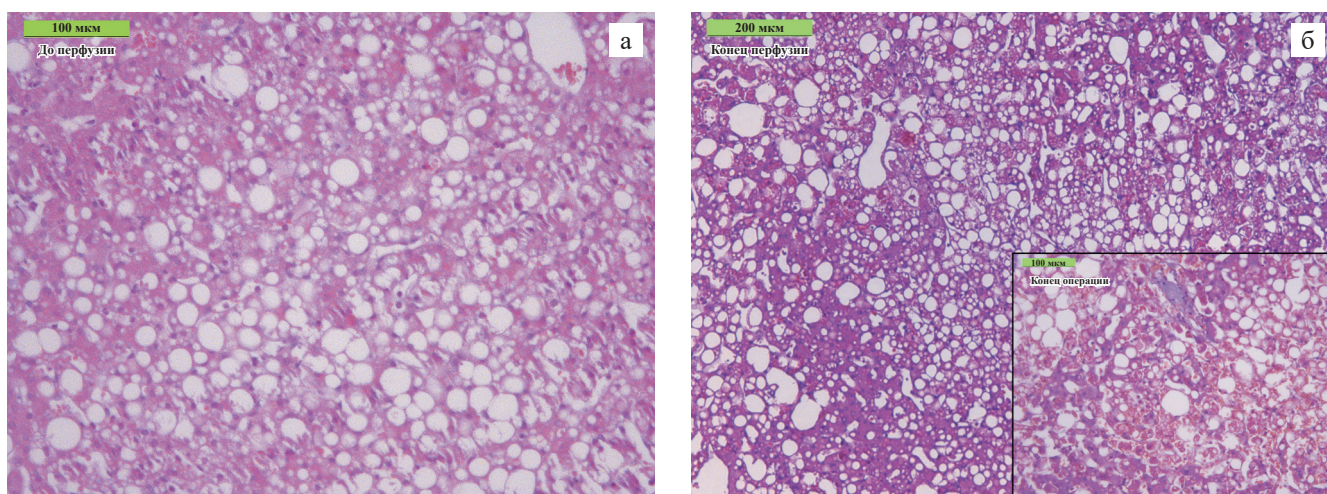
Микрофотография биопсии аллогraftа печени в случае № 1 до проведения машинной перфузии (а, ×20, окраска гематоксилин-эозин) и после нее (б: конец перфузии – ×10, окраска гематоксилин-эозин, конец операции – ×20, окраска трихром по Массону). Описание в тексте
